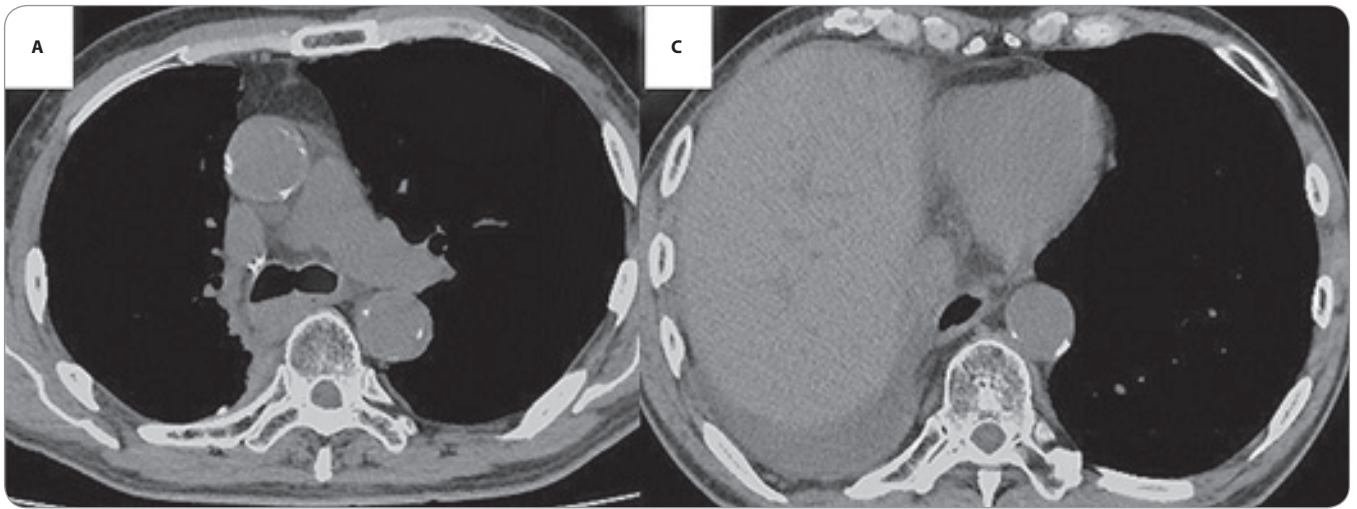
Chest CT performed 2 years after starting nivolumab and ipilimumab therapy shows no recurrence (A, B).
